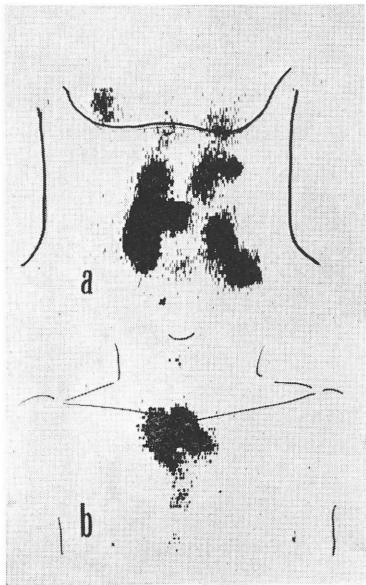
Thyroid cancer metastasis detected with post-operative thyroid scintigraphy.
